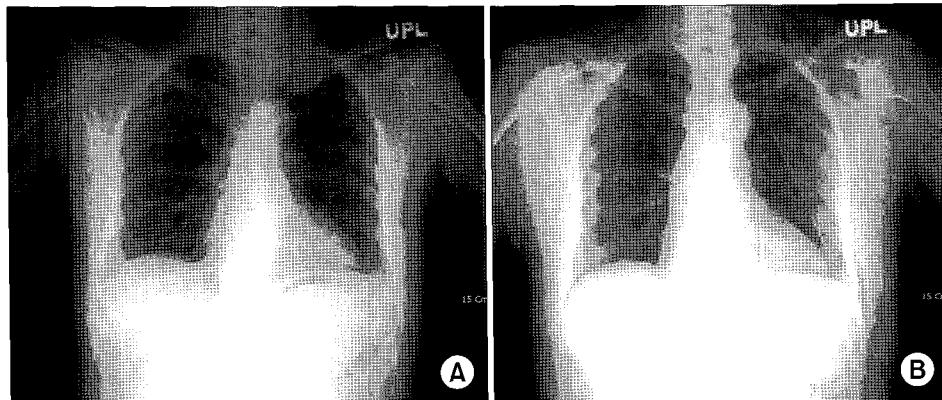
(A) Preoperative X-ray shows round mass shadow at left thoracic inlet. (B) Postoperative X-ray (POD#3) shows subcutaneous emphysema at left neck and tube insertion site, but no pneumothorax.
